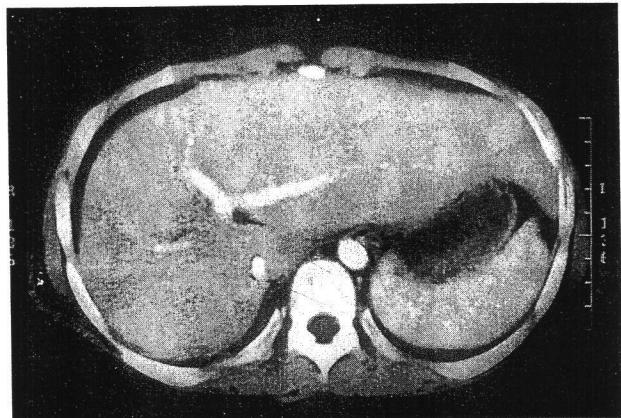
Abdominal computed tomogram showing marked reduced tumor size and enlarged left lateral lobe.
